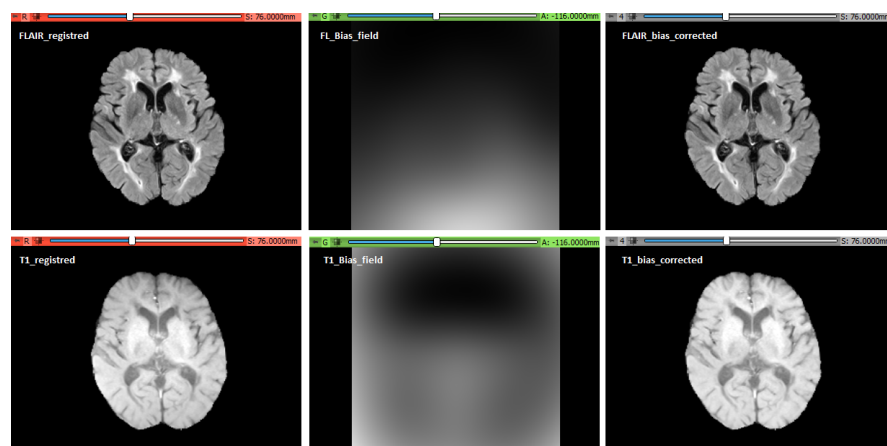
Cortes das imagens FLAIR e T1 antes e após a correção da não-homogeneidade, na coluna do meio apresenta-se o sinal de *bias field* de cada modalidade
